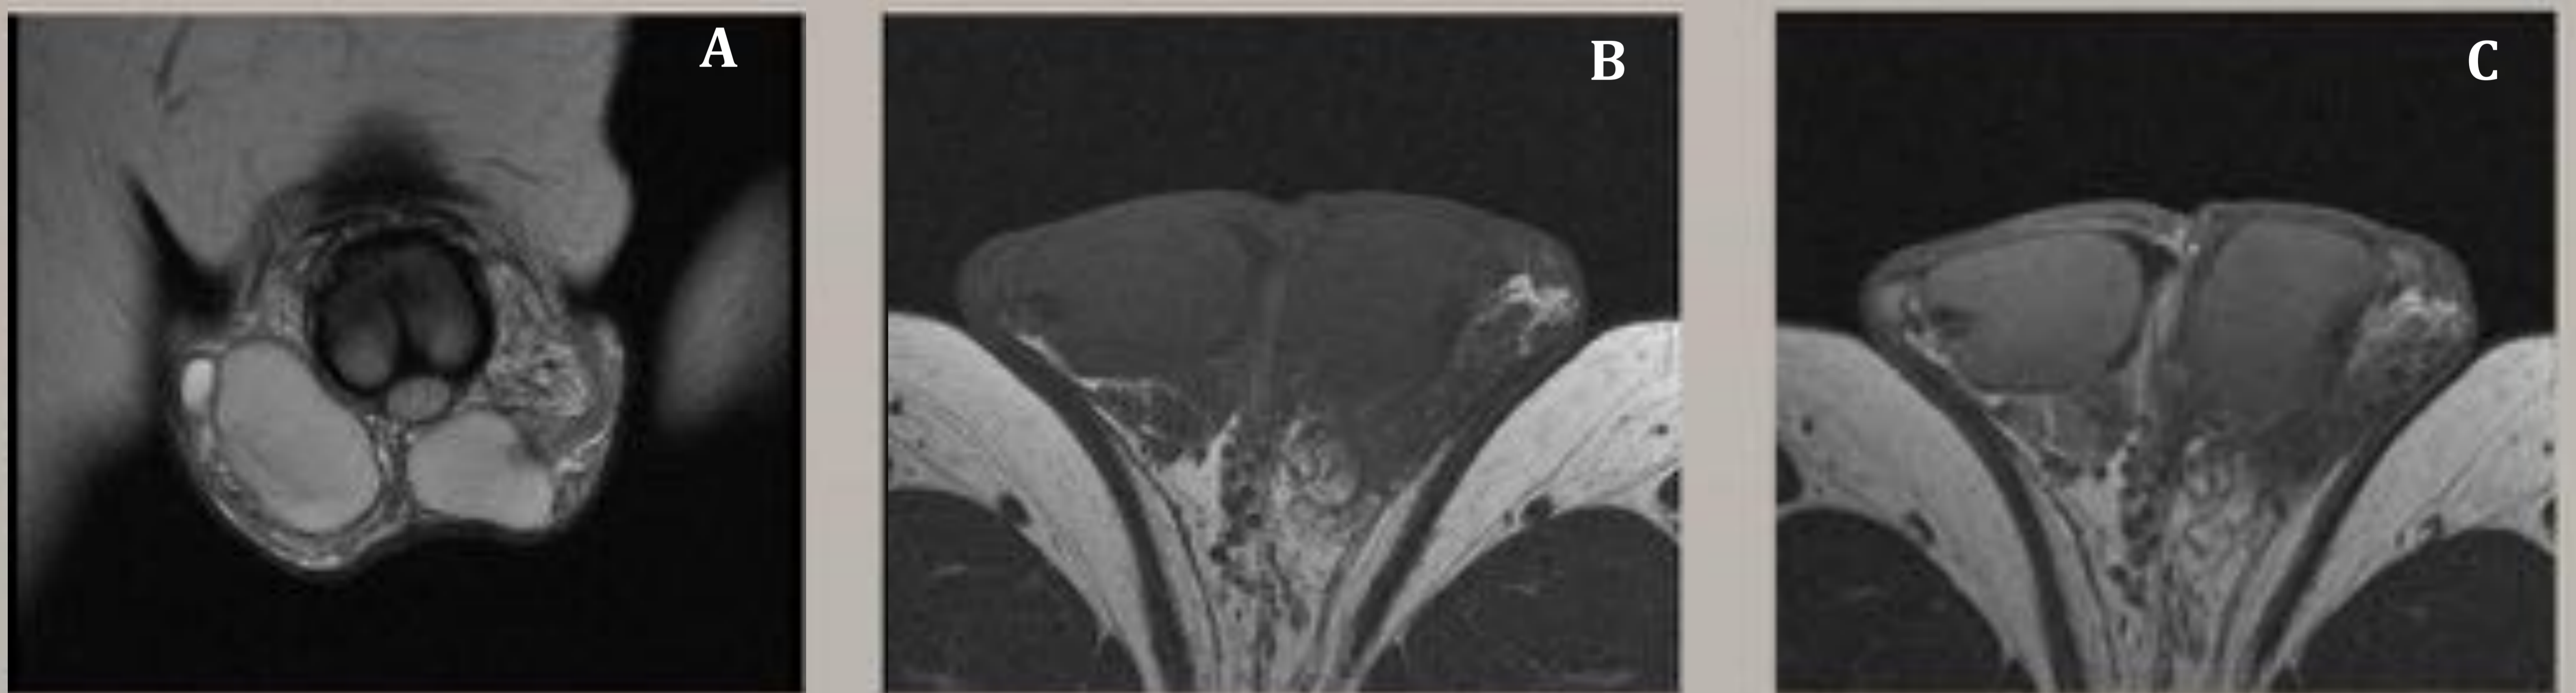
Imágenes de resonancia testicular normal.
